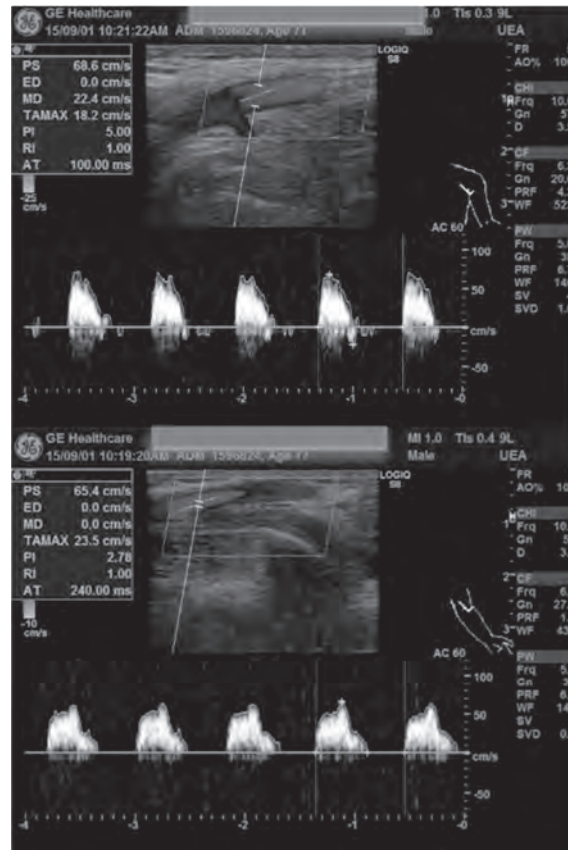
発症72時間後の患側上肢カラードプラ超音波検査
